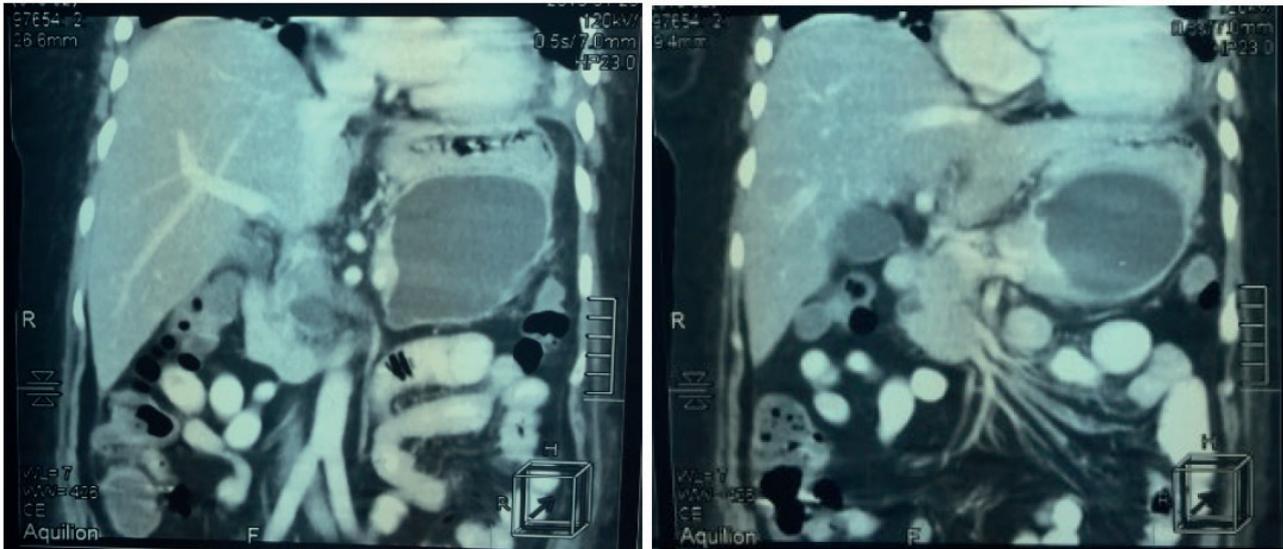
TAC S/C abdomen y pelvis: presencia de pseudoquiste pancreático de 9cm x 6cm que compromete cola y cuerpo de páncreas no líquido libre en cavidad.
